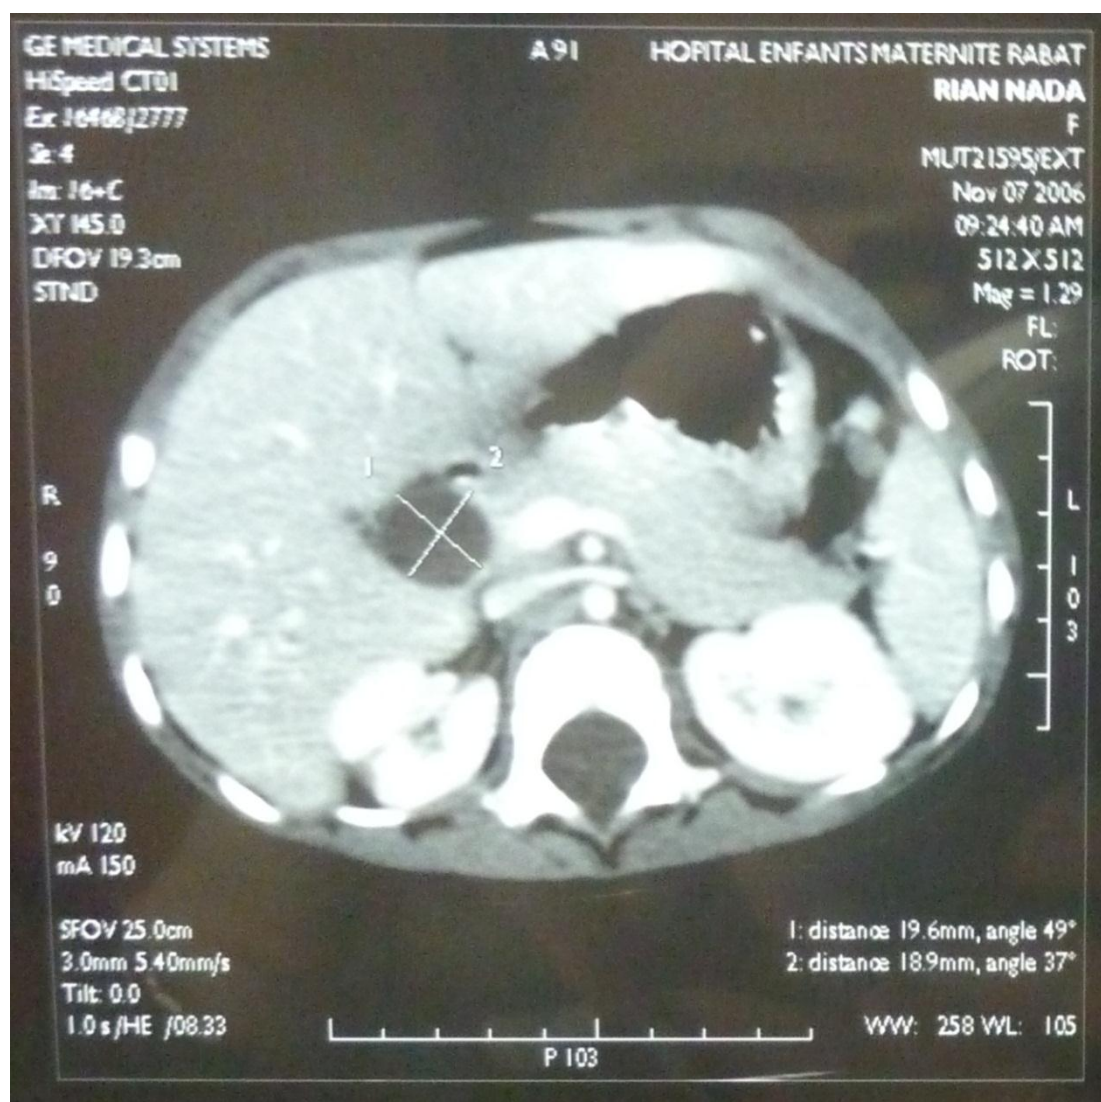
Coupe axiale TDM montrant une DKC.
